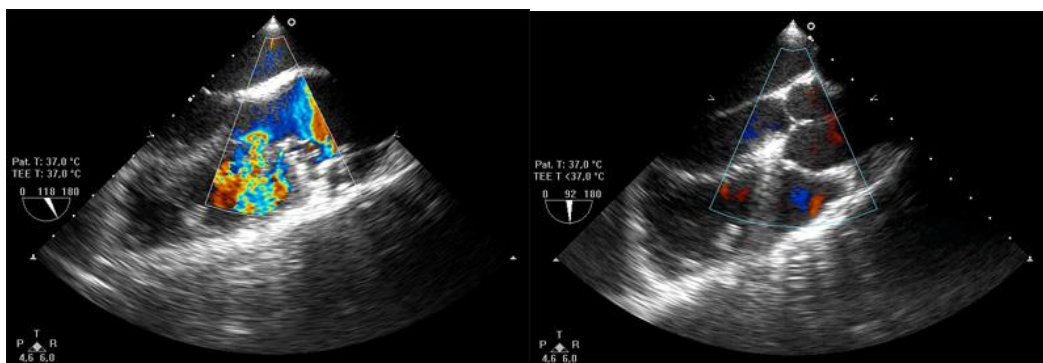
Die Implantation geschieht unter echokardiographischer Kontrolle.
